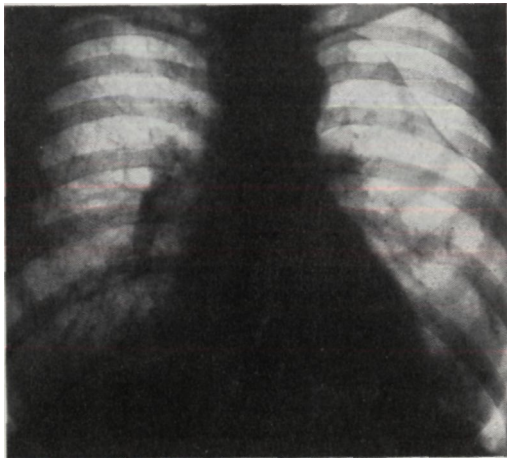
Рентгенограмма больной К. Ятрогенный левосторонний частичный пневмоторакс после блокады звездчатого узла
